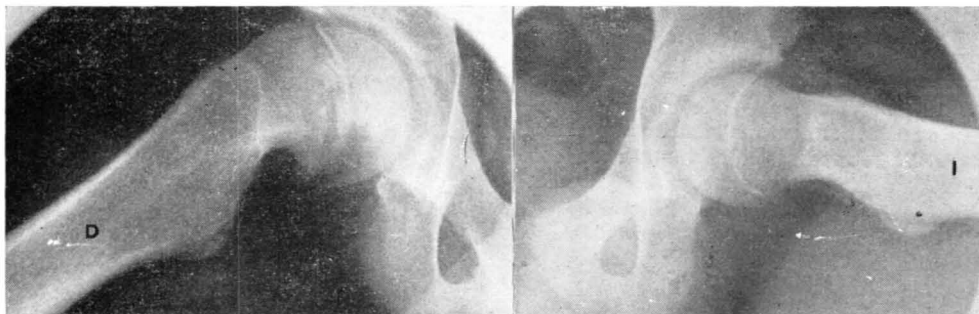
Radiografías axiales correspondientes al caso anterior en la cual son más evidentes los trastornos de osificación fisaria en el lado derecho y remodelamiento del cuello, mientras en el lado izquierdo no hay alteraciones.
